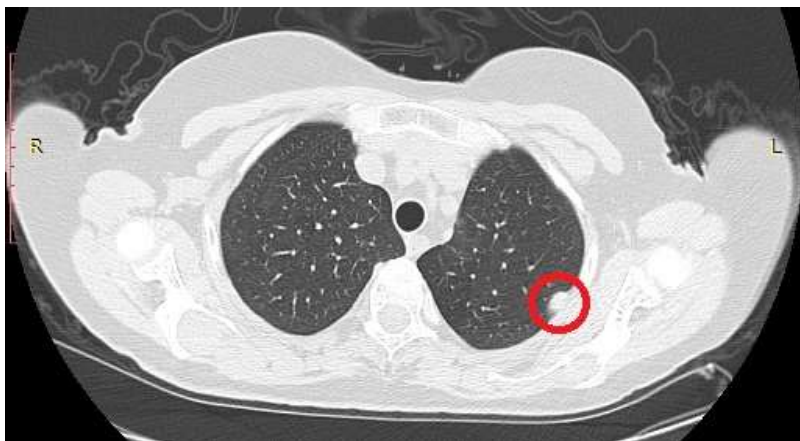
МСКТ: в левой плевральной полости на париетальной плевре определяется метастаз опухоли тимуса.
